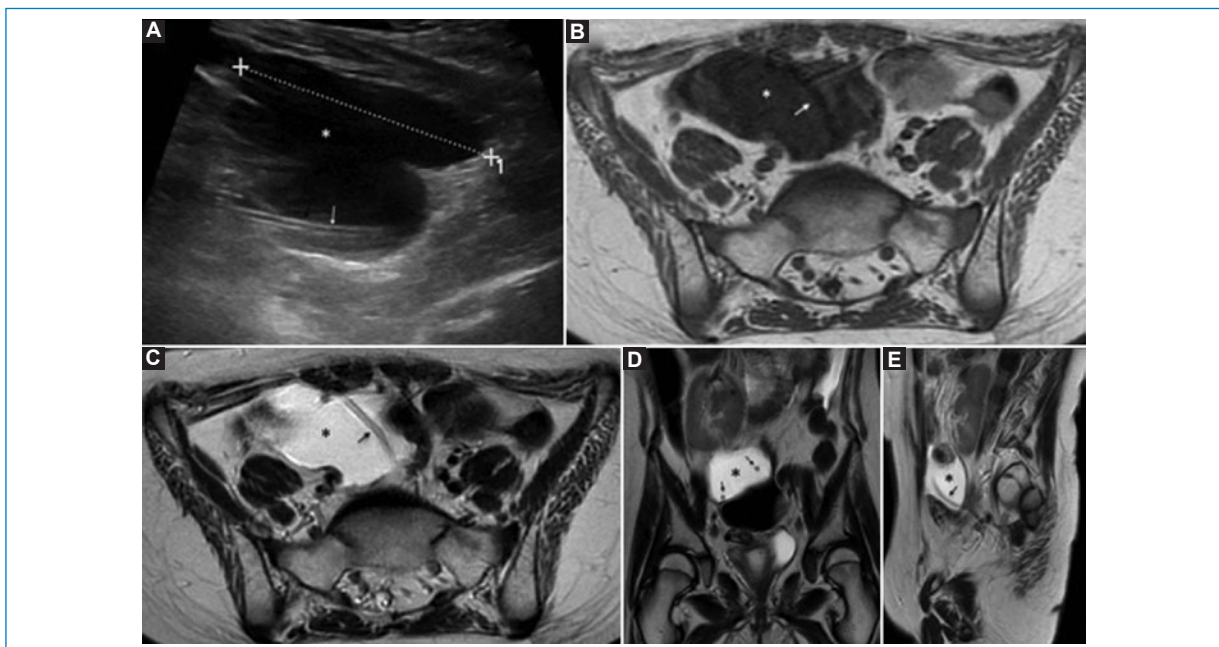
Pseudoquiste abdominal por mal funcionamiento de una válvula de derivación ventriculoperitoneal en un varón de 10 años. A: en la ecografía abdominal se aprecia una colección líquida bien delimitada con un catéter en su interior (flecha). La RM pélvica axial T1 (B) muestra una colección en el hipogastrio y la fosa iliaca derecha marcadamente hipointensa, siendo hiperintensa en T2 axial (C), coronal (D) y sagital (E), con un segmento del catéter (flecha).
